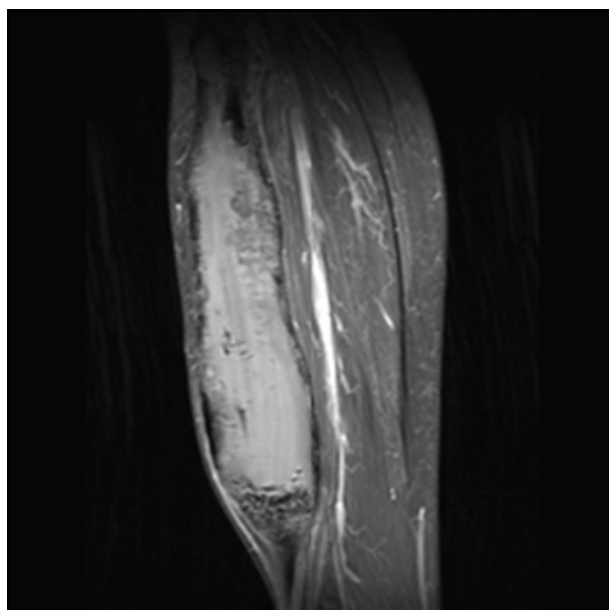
Preoperative MRI shows central low signal intensity area and peripheral intermediate signal intensity area.
